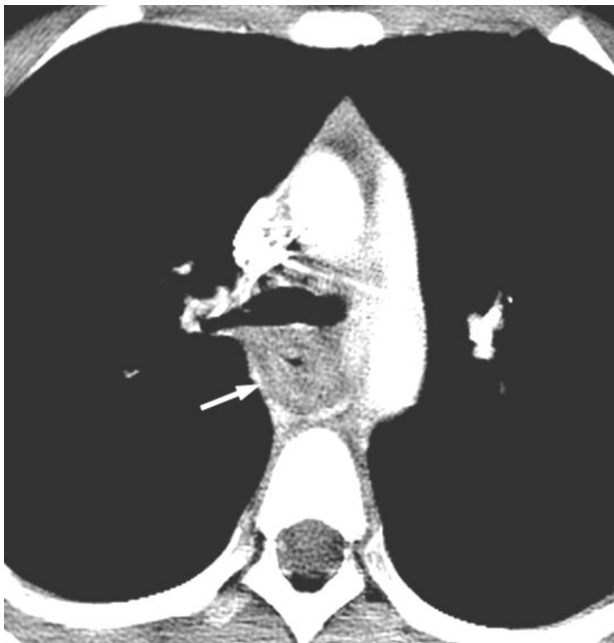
Magnified view of the CT scan obtained at the level of carina shows circumferential wall thickening of the mid-esophagus (arrow).
